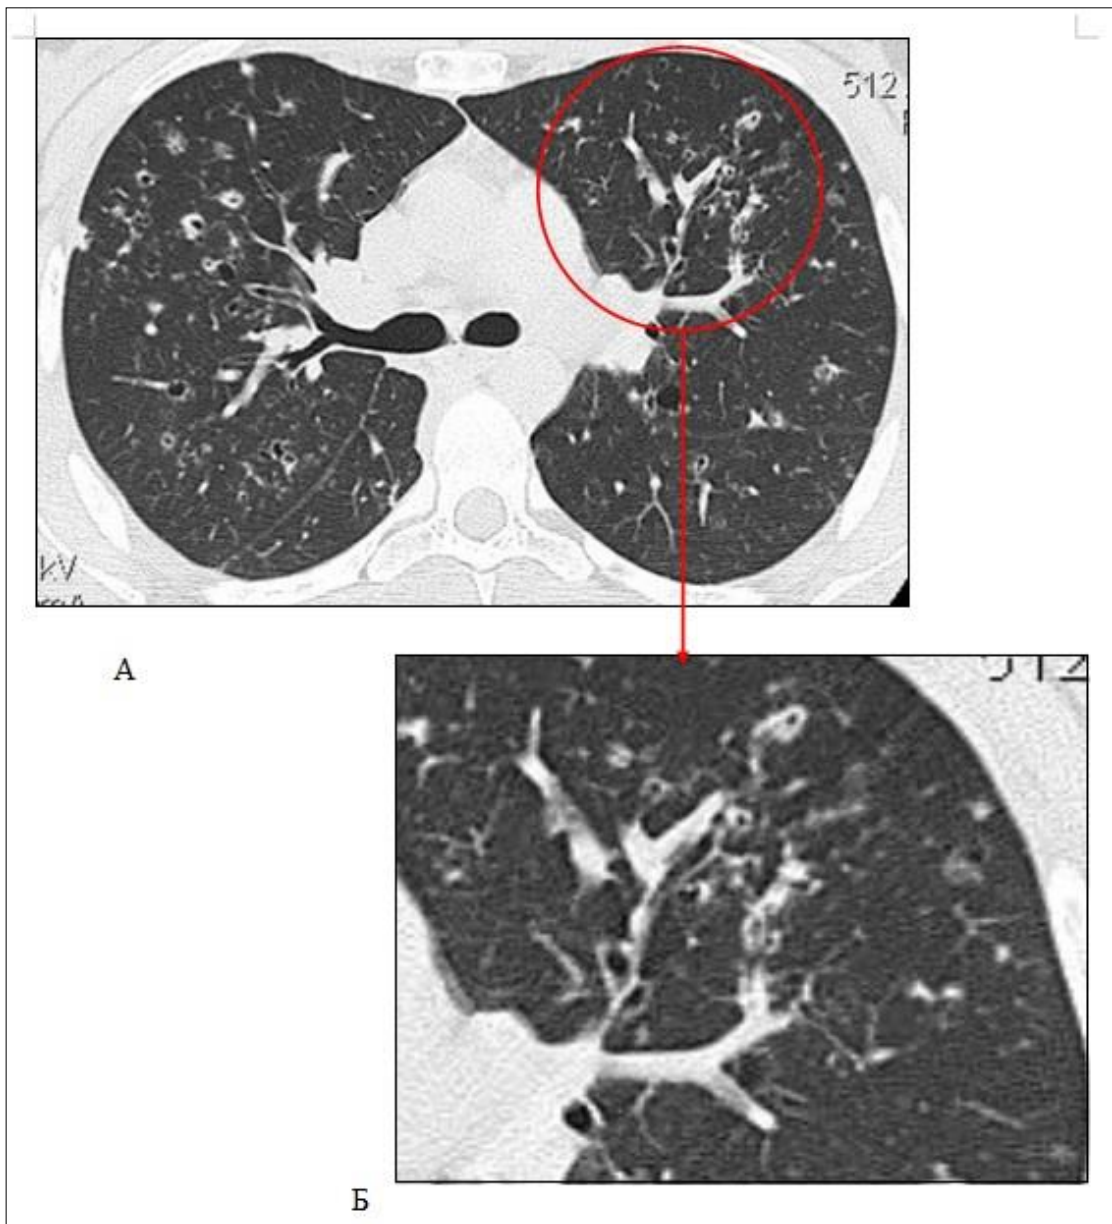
Компьютерные томограммы больной Л., 25 лет.
